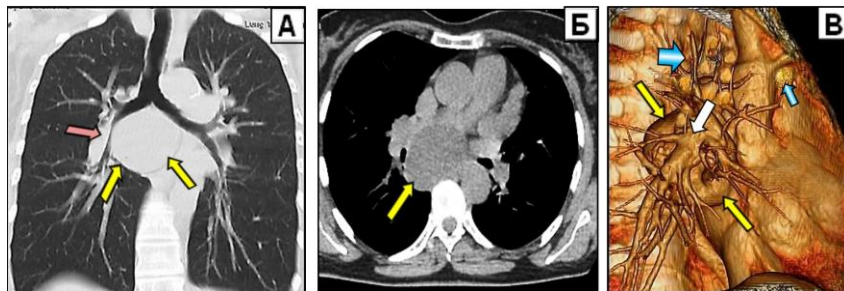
Больная Г., 43 года. МСКТ: (А) – МПП в коронарной проекции на уровне бифуркации трахеи, легочное окно; (Б) – аксиальный срез на том же уровне, мягкотканое окно; (В) – объёмный рендеринг в правой косой проекции. На серии снимков, бронхогенная киста обозначена желтыми стрелками, компрессируемый правый промежуточный бронх (А) – розовой стрелкой; на кадре (В) - киста обозначена желтыми стрелками, увеличенные лимфоузлы в среднем и переднем средостении – синими стрелками, прилежащая неизменённая лёгочная артерия – белой стрелкой
